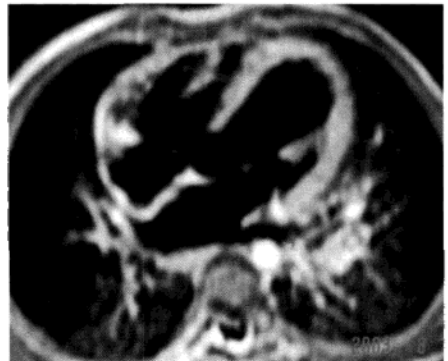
室间隔缺损 MRI 自旋回波 T_1W 图像
